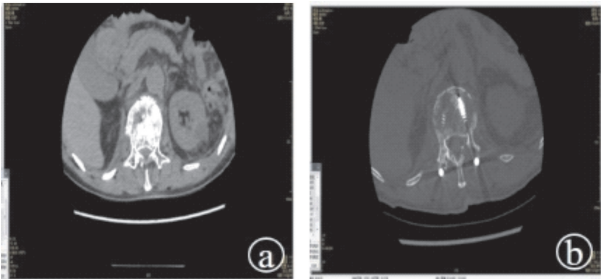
微雕术前后 CT 影像 a:微雕术前;b:微雕术后
